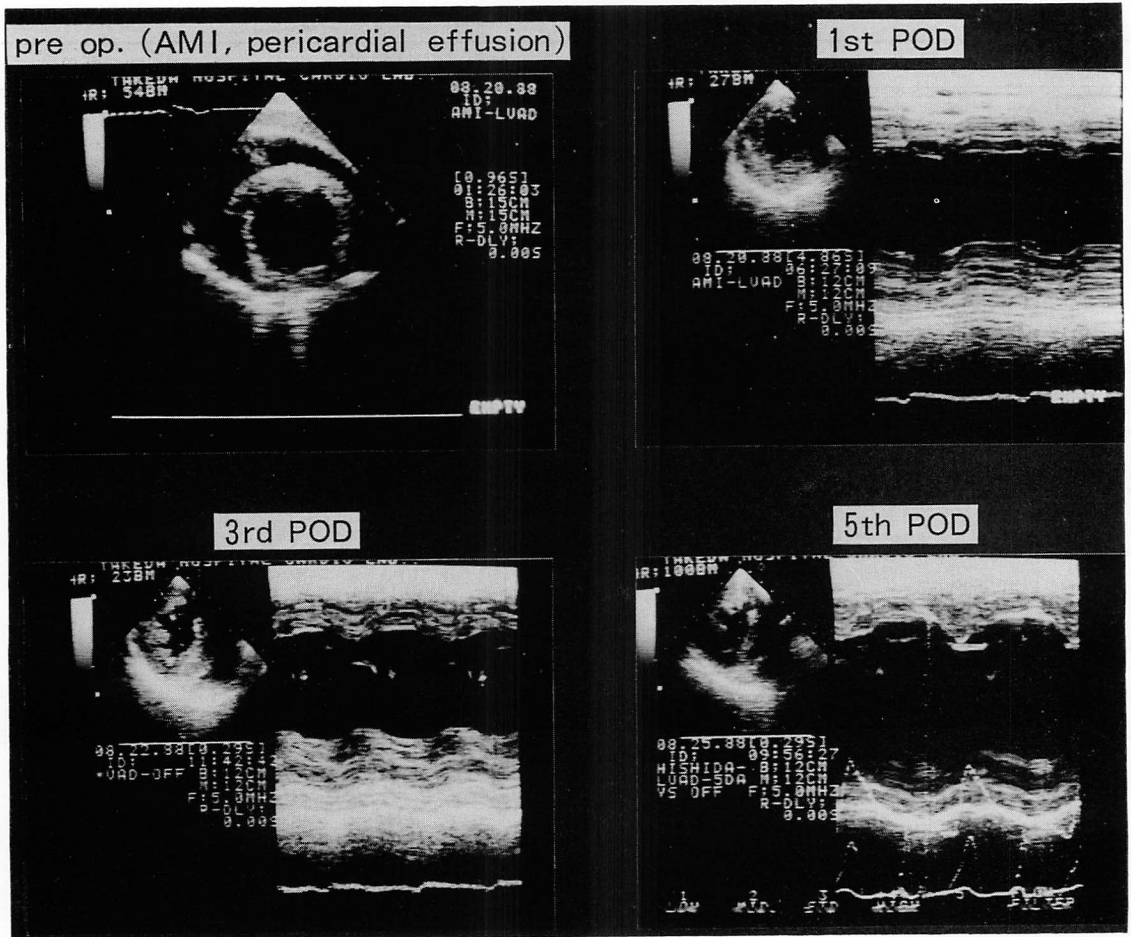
Left ventricular wall motion imaged by transesophageal echocardiography before surgery and during left ventricular assist after surgery (Case 14).
